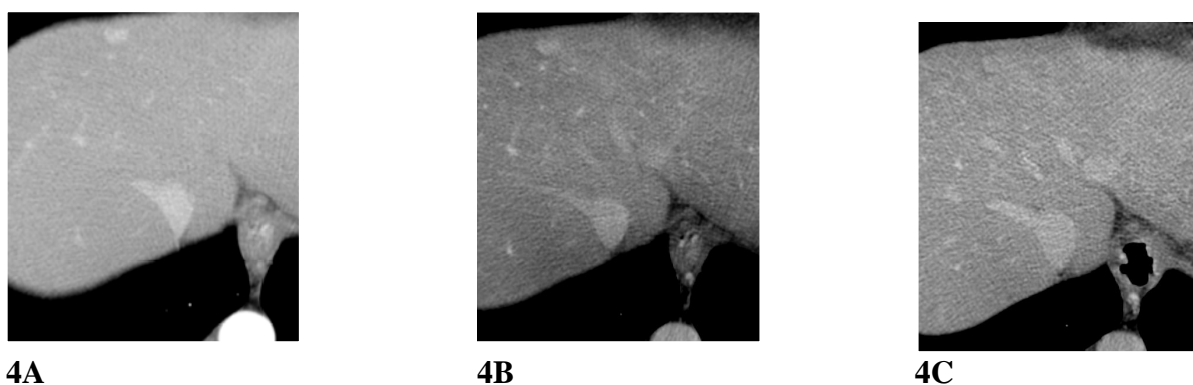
Studio dinamico TC- Displasia. Nelle acquisizioni post contrastografiche (arteriosa-A, venosa-B, tardiva-C) è possibile osservare il persistente enhancement della nodularità a carico del IV segmento. Anche tale comportamento, indipendentemente dalle
